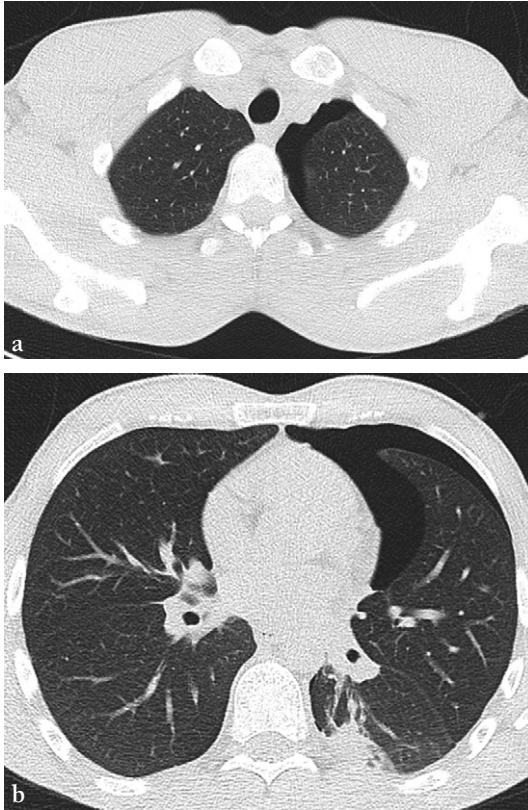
Pneumothorax en TDM.
